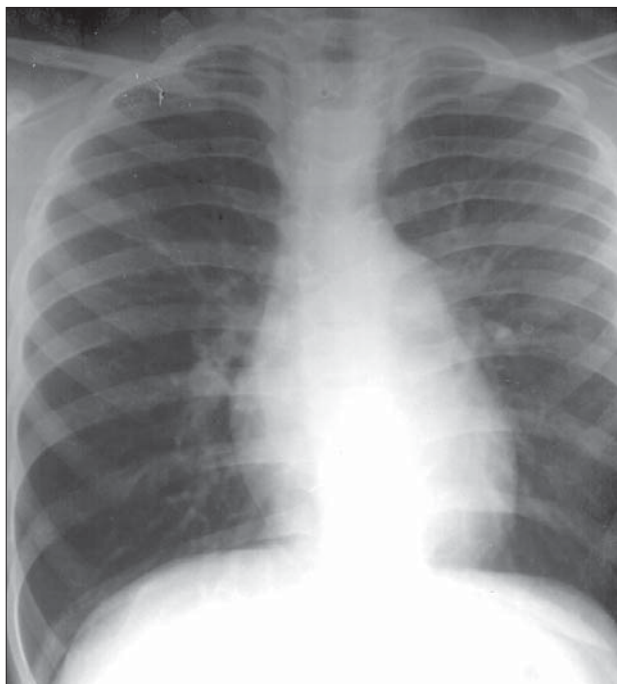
Stenoză mitrală. Radiografie toracică PA. AS mărit: dublu contur concentric. Orizontalizarea bronșiei primare stângi. Arcul II stâng bombat. Hipertensiune venoasă.
